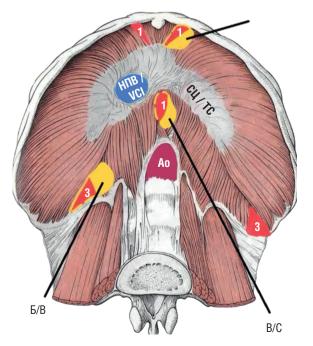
Localization of congenital weak zones of the diaphragm: 1 — sternocostal triangle (Morgagni-Larrey); 2 — esophageal opening; 3 — lumbar-costal triangle (Bohdalek); VCI — opening of the inferior vena cava; TC — tendon center; Ao — aortic opening; A — exit site of Morgagni hernia; B — the exit site of the Bochdalek hernia, C — the exit site of esophageal hernias ([4], with changes)
